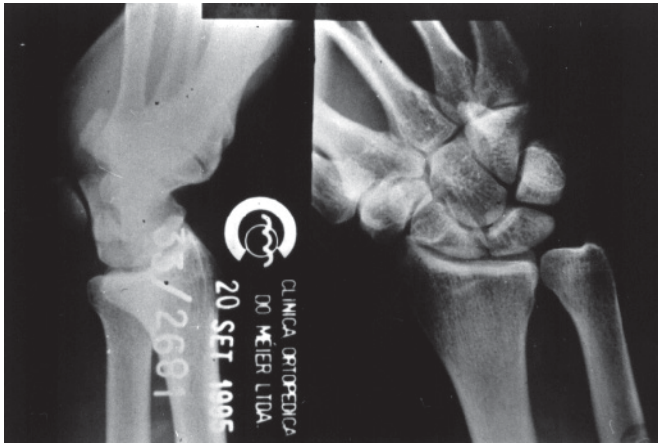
Radiografias simples do carpo sem alterações na articulação piramidal-pisiforme
